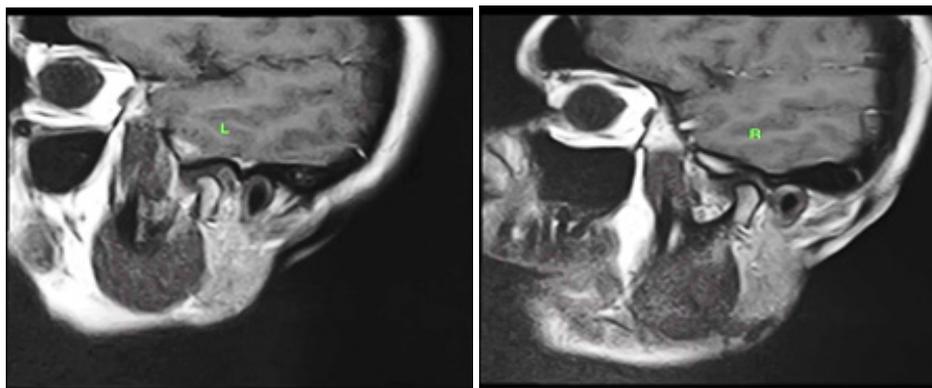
Магнитно-резонансная томография ВНЧС
